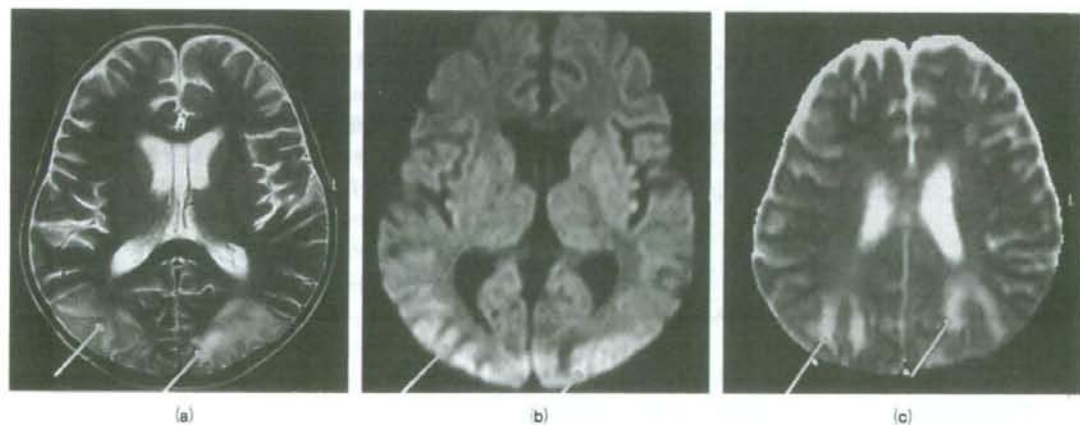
頭部MRI画像 (a) T2強調画像, (b) DWI, (c) ADC maps
